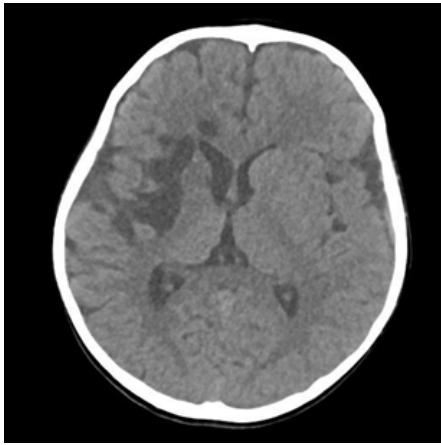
Компьютерная томография головного мозга при поступлении в кардиохирургический стационар
